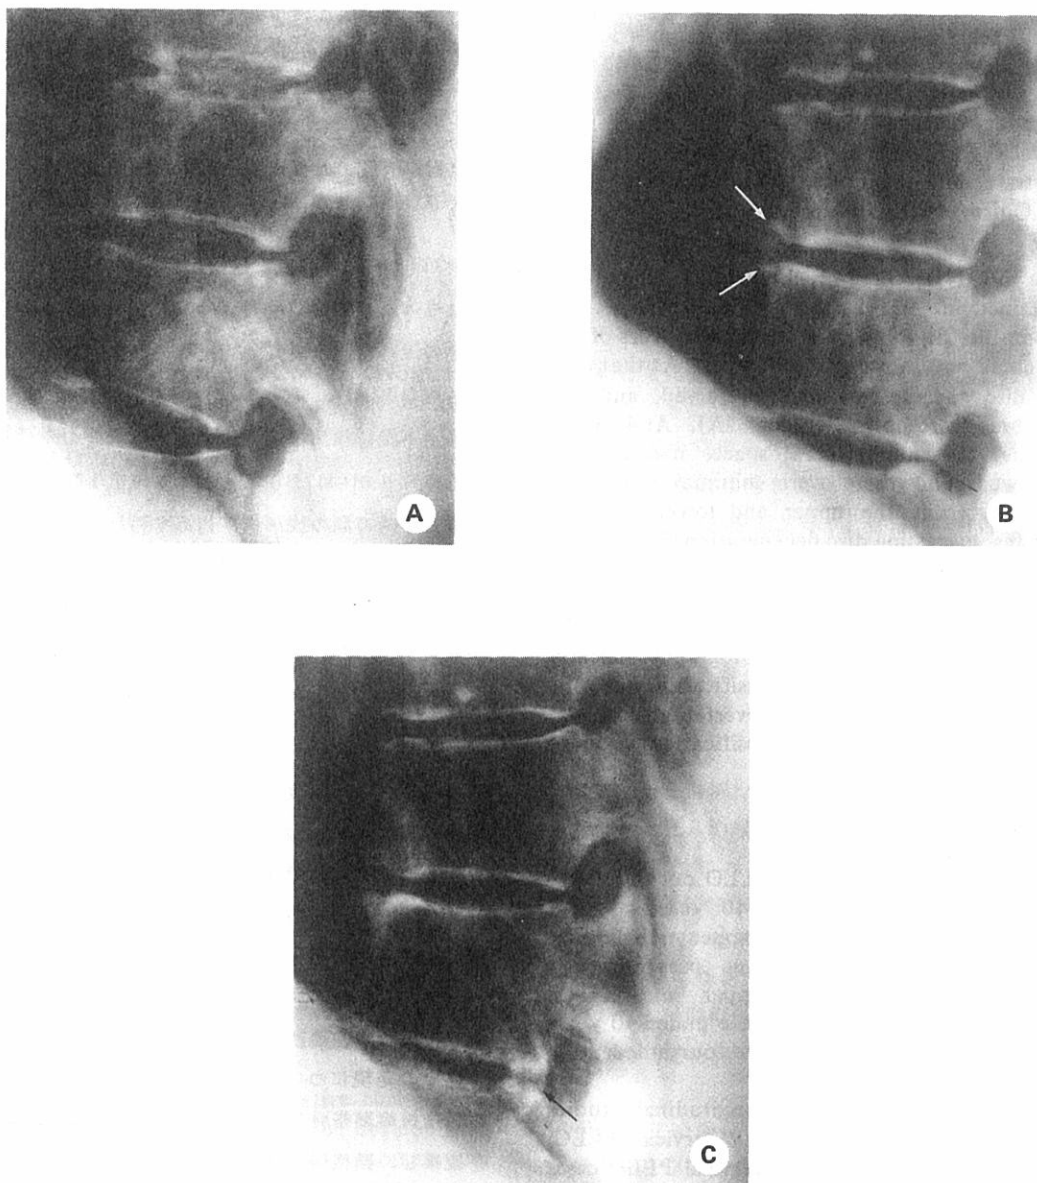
(Case 30) A: Lateral chest radiograph in 1959 at age 34 years shows a well-preserved disc space at T12-L1. B: Lateral chest radiograph in 1972 at age 47 years reveals a narrowed intervertebral space at T12-L1 with minimal osteophytes at the upper and lower margins of the anterior aspects of these vertebrae (↗); thoracic PLLO at T12-L1 is now suspected (↘). C: Lateral chest radiograph in 1978 shows thoracic PLLO at T12-L1 (↓).
